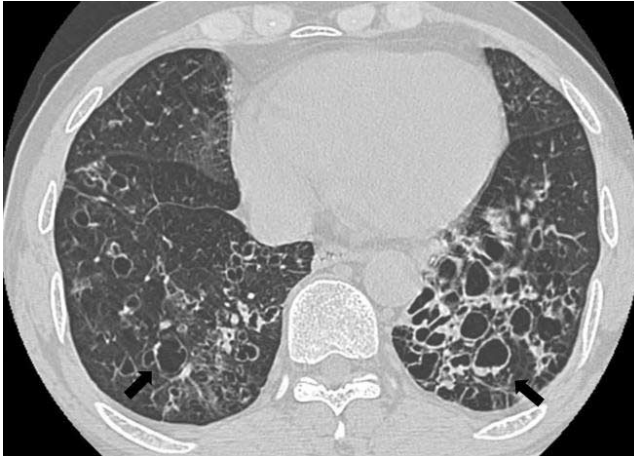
59-year-old man with dyspnea and hemoptysis. Cultures from sputum showed *Mycobacterium kansasii*. Axial CT image at the level of lower thorax shows multiple cystic bronchiectasis with bronchial wall thickening, mucoid impactions and air-fluid levels (arrows) in both lungs.
